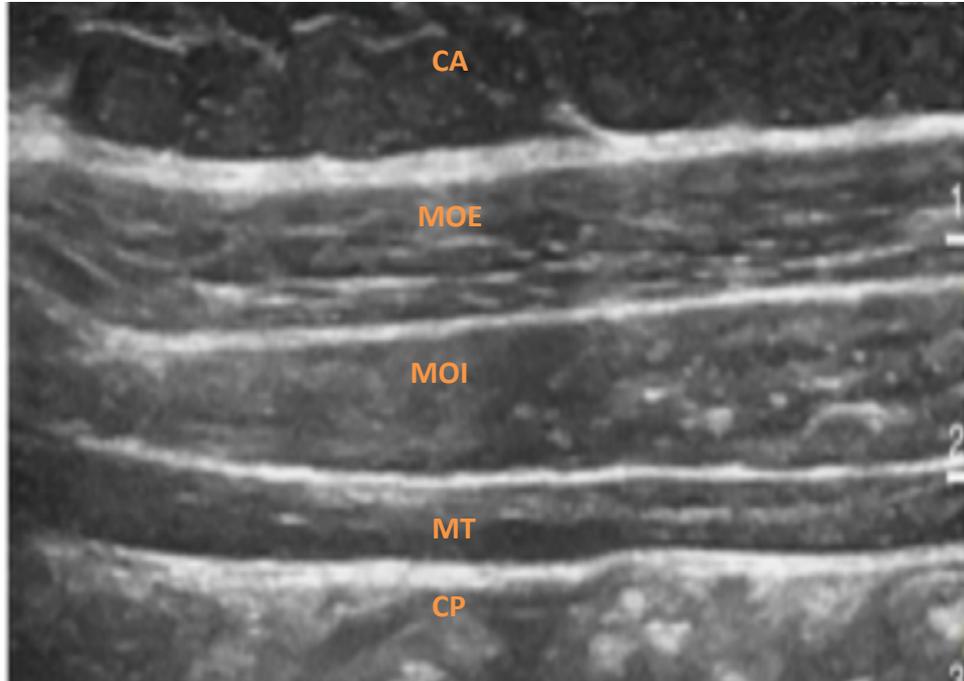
Coupe échographique frontale des muscles de la paroi abdominale. CA : Couche adipeuse, MOE : Muscle oblique externe, MOI : Muscle oblique interne, MT : Muscle transverse, CP : Cavité péritonéale
